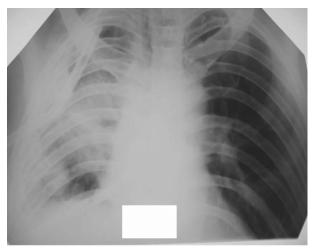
Рентгенограмма грудной клетки пациента Л. через 3 сут. после органощадящей операции. Верхний дренаж еще не удален. Правое легкое расправлено. Затемнение в правом легком — это утолщенная (фиброзная) внутренняя стенка абсцесса
